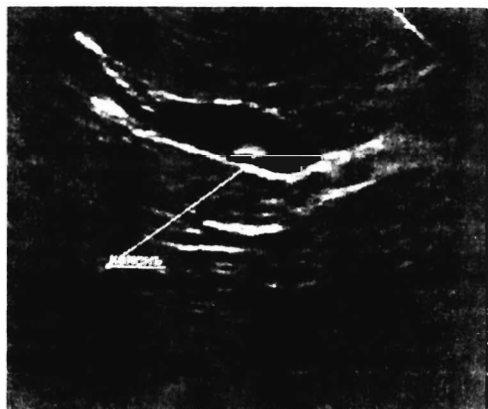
Желчнокаменная болезнь (УЗИ больной С., 14 лет, размеры камня 3×7 мм)
